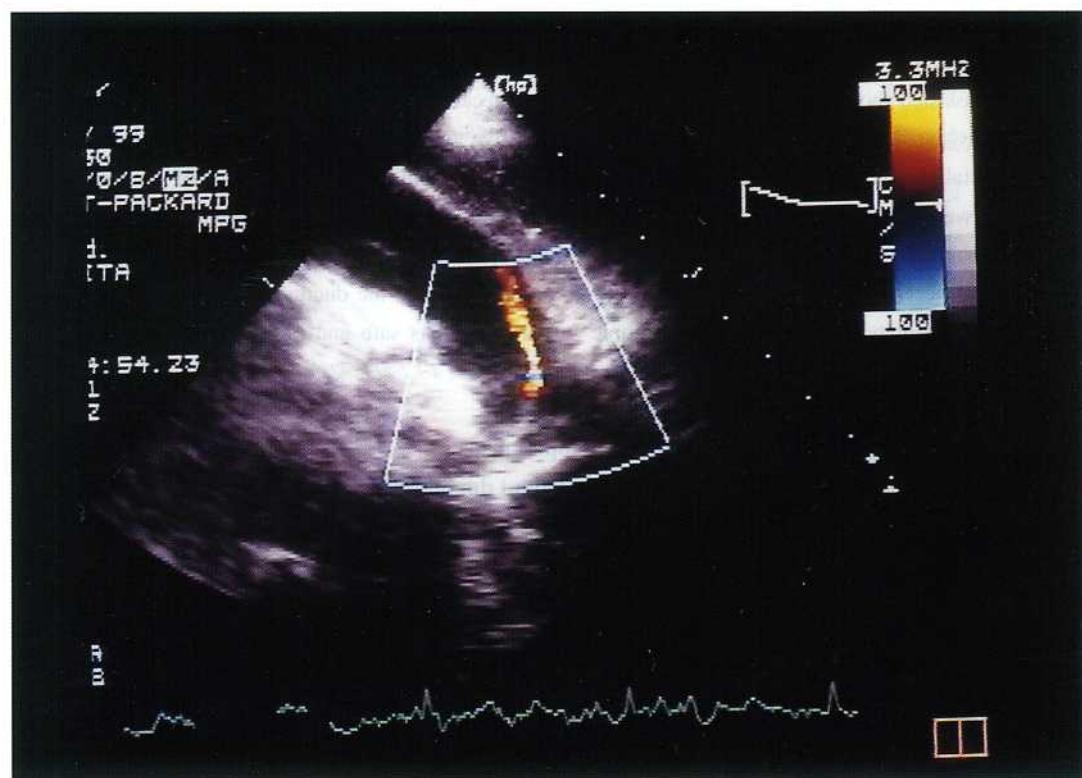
術前経皮的心臓超音波検査：大動脈から肺動脈への間でわずかに PDA 血流を認める。
